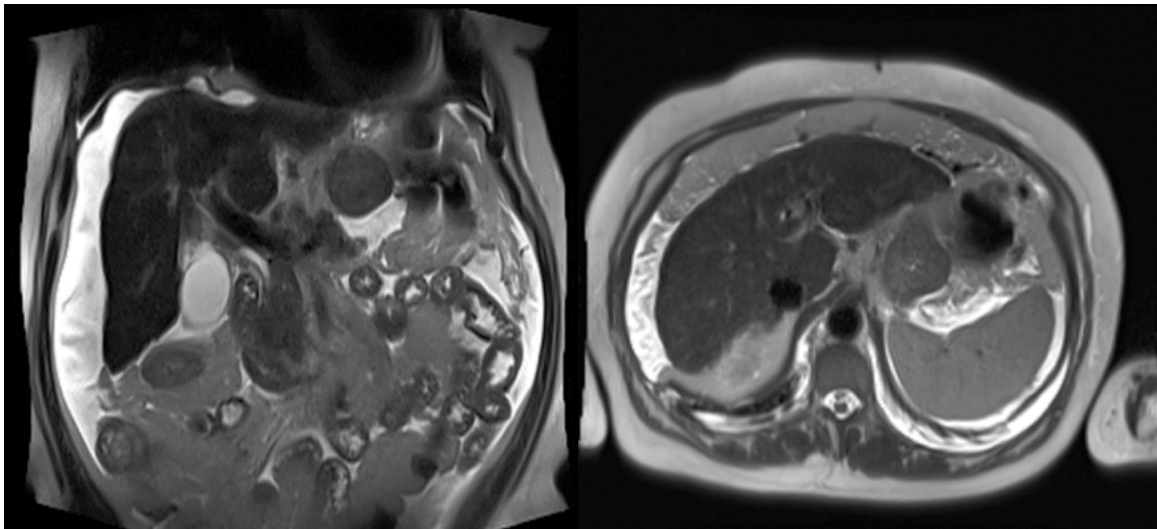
Resonancia magnética que muestra hígado multilobulado con engrosamiento de ligamentos, líquido ascítico en moderada cantidad, con signos de fibrosis.
